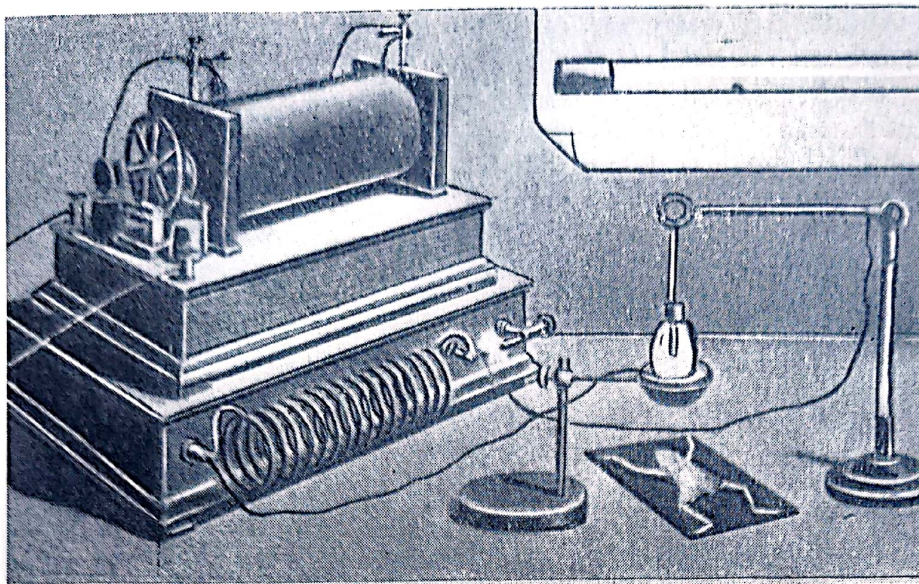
Instalația de radiologie realizată de fizicianul Benoit cu S. D. Hurmuzescu la Sorbona, în ianuarie 1896 (numai după $1\frac{1}{2}$ lună de la descoperirea razelor X) și socotită între primele — dacă nu chiar prima realizată după aceea a lui W. C. Röntgen.
